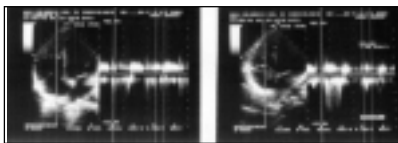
A sinistra, spettro doppler CW di un caso di insufficienza tricuspide con soffio 2/6. Tale spettro si presenta incompleto e disomogeneo. A destra, insufficienza tricuspide con soffio 3/6. In questo caso il doppler CW mostra spettro più continuo e omogeneo oltre che di più facile rilievo tecnico.
